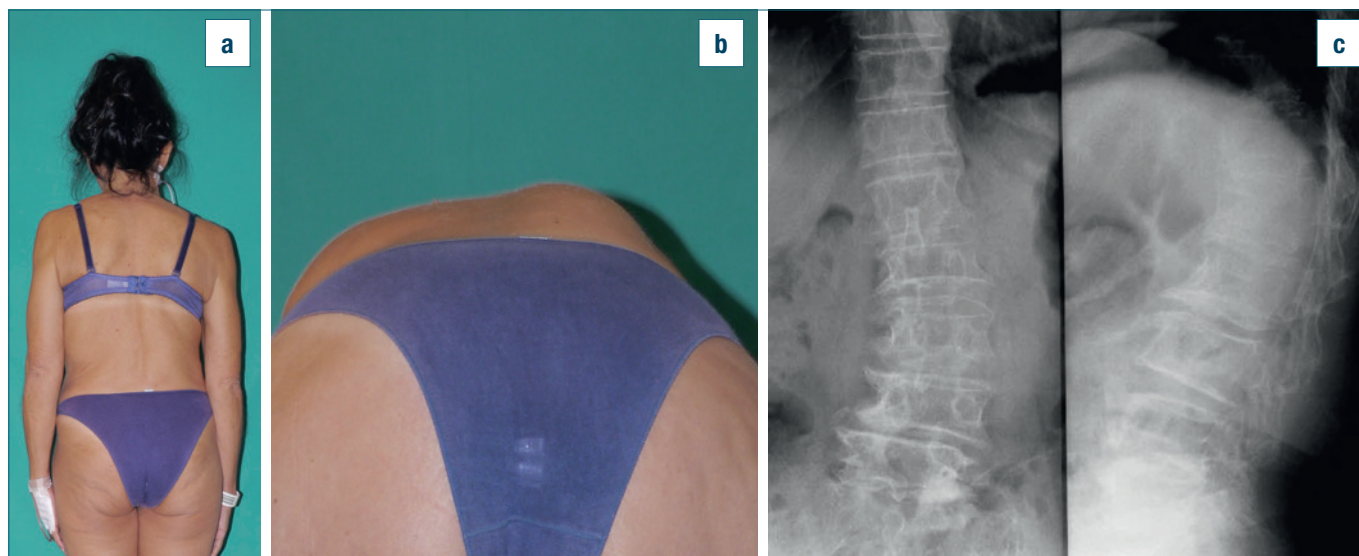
Paziente di 64 anni affetta da scoliosi de-novo con scarse asimmetrie e gibbosità (a, b). Radiograficamente la curva ha apice nei dischi intervertebrali, c'è scarsa rotazione, e una severa alterazione del profilo sagittale con perdita della fisiologica lordosi lombare.
